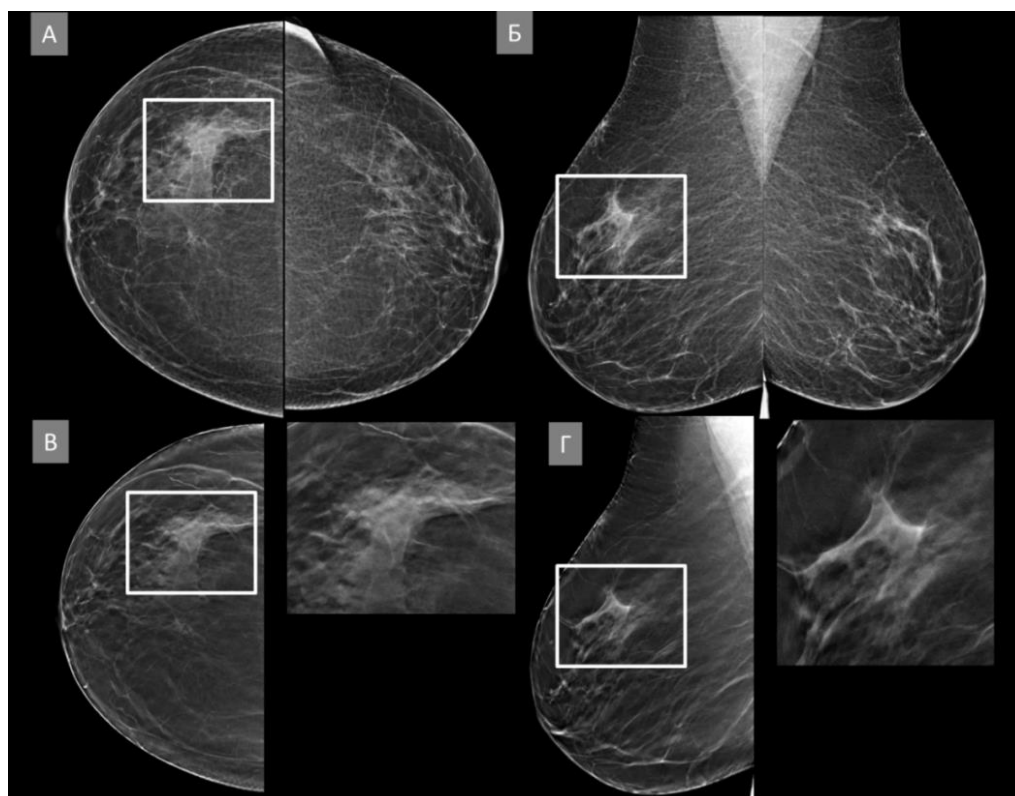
Пацієнтка id:56671. Доброякісна локальна асиметрія у правій грудній залозі. (А) Білатеральна цифрова рентгенівська мамографія у прямих краніокаудальних проєкціях (CC), асиметрія візуалізується на рівні латеральних квадрантів у правій грудній залозі (білий прямокутник) (Б) Білатеральна цифрова рентгенівська мамографія у косих медіолатеральних проєкціях (MLO), асиметрія візуалізується на рівні верхніх квадрантів правої грудної залози (білий прямокутник) (В) Показовий томосинтезований скан у правій прямій краніокаудальній проєкції (RCC) та зображення зони інтересу (білий прямокутник) зі збільшенням, що демонструє суперпозицію елементів не зміненої фіброгландулярної тканини (Г) Показовий томосинтезований скан у правій косій медіолатеральній проєкції (RMLO) та зображення зони інтересу (білий прямокутник) зі збільшенням, що демонструє суперпозицію елементів не зміненої фіброгландулярної тканини.
